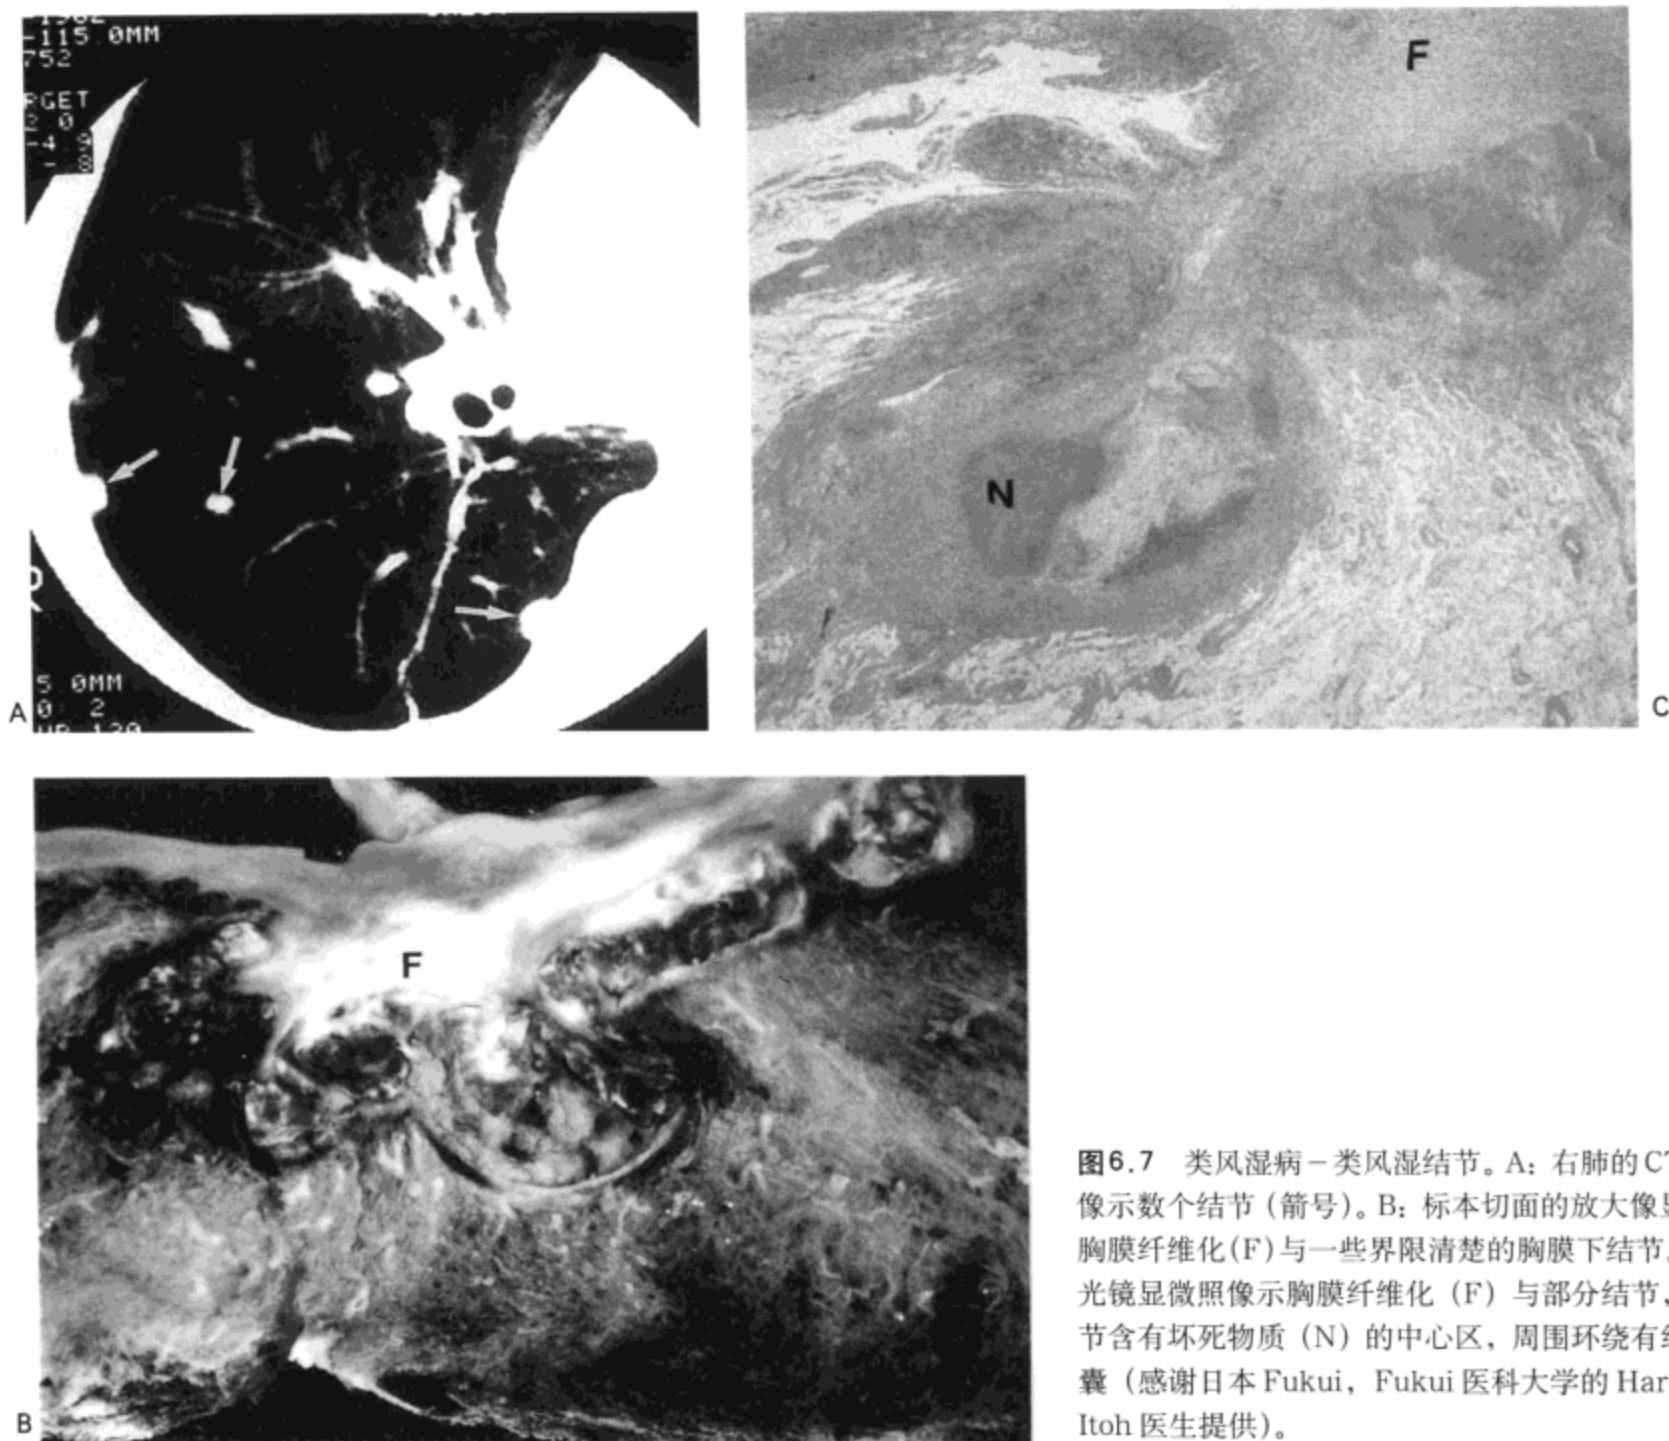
类风湿病-类风湿结节。A: 右肺的CT影像示数个结节(箭号)。B: 标本切面的放大像显示胸膜纤维化(F)与一些界限清楚的胸膜下结节。C: 光镜显微照像示胸膜纤维化(F)与部分结节, 结节含有坏死物质(N)的中心区, 周围环绕有纤维囊(感谢日本Fukui, Fukui医科大学的Harumi Itoh医生提供)。
